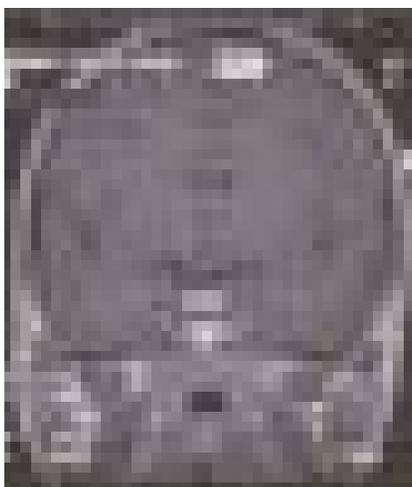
RMN del fratellino.
